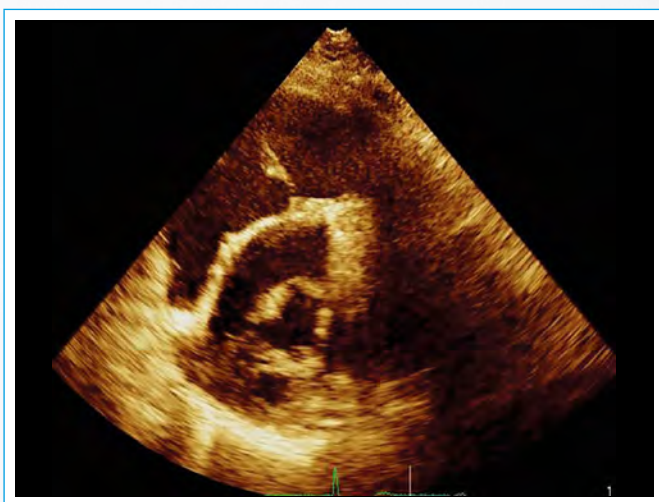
Ecocardiografía transtorácica, vista de dos cámaras. MPPM que se inserta cerca del anillo, con cuerdas muy cortas y prácticamente inserción directa en valva anterior
